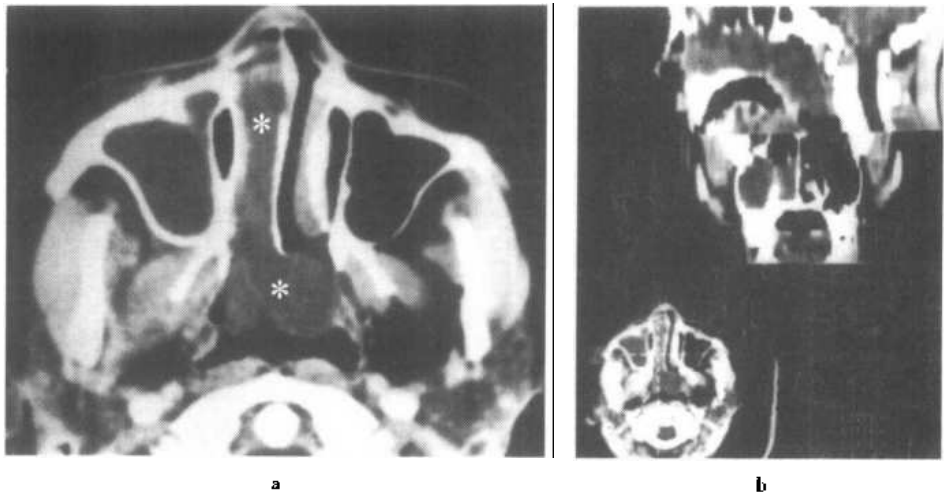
b 上颌窦-后鼻孔息肉横断面 CT 图
